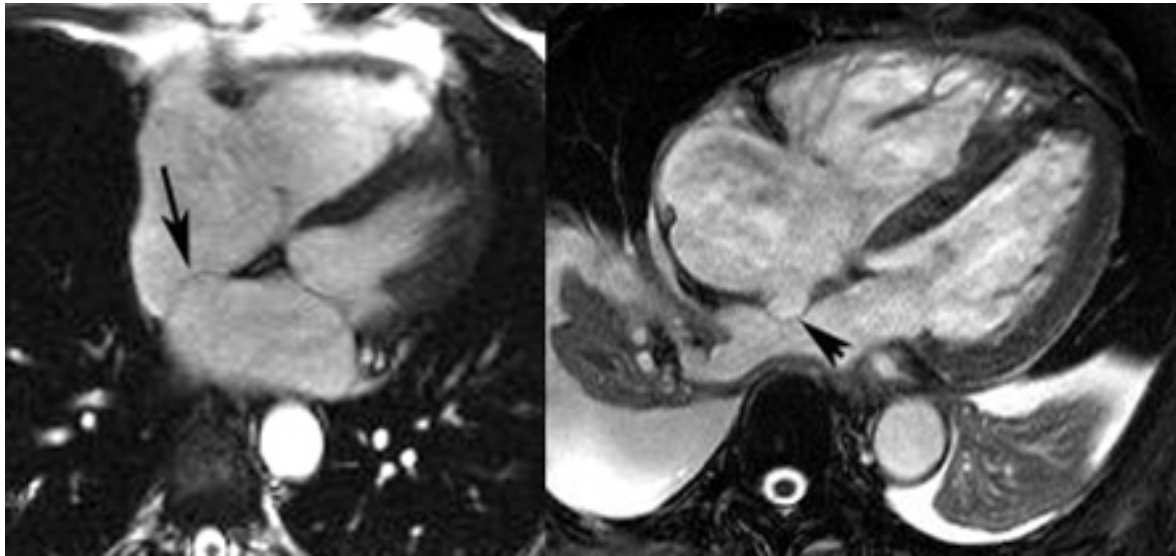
Anévrisme du septum interauriculaire bombant vers la droite objectivé par imagerie par résonance magnétique (IRM) avec épreuve de contraste
